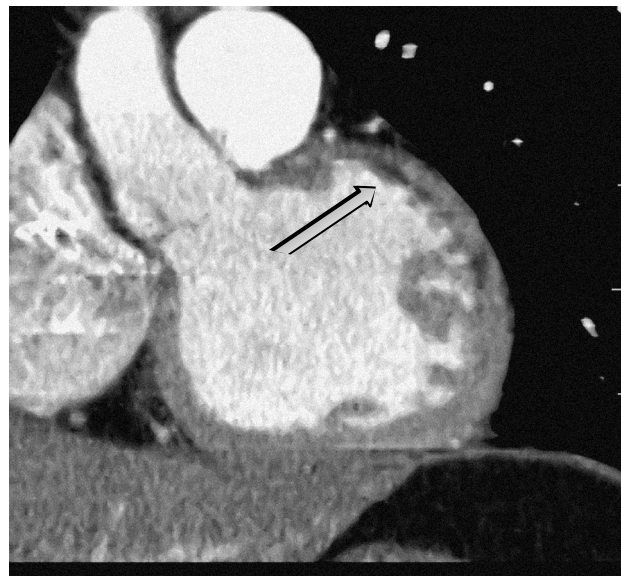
МСКТ сердца с внутривенным контрастированием пациента в возрасте 63 лет с перенесенным ИМ. В проекции передней стенки ЛЖ постинфарктные рубцовые изменения (субэндокардиально) с признаками замещения жировой тканью в виде гиподенсной зоны линейной формы (указано стрелками)<sup>1</sup>.
